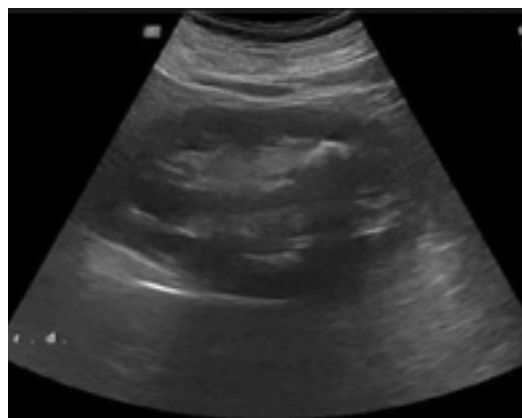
УЗИ единственной правой почки.
